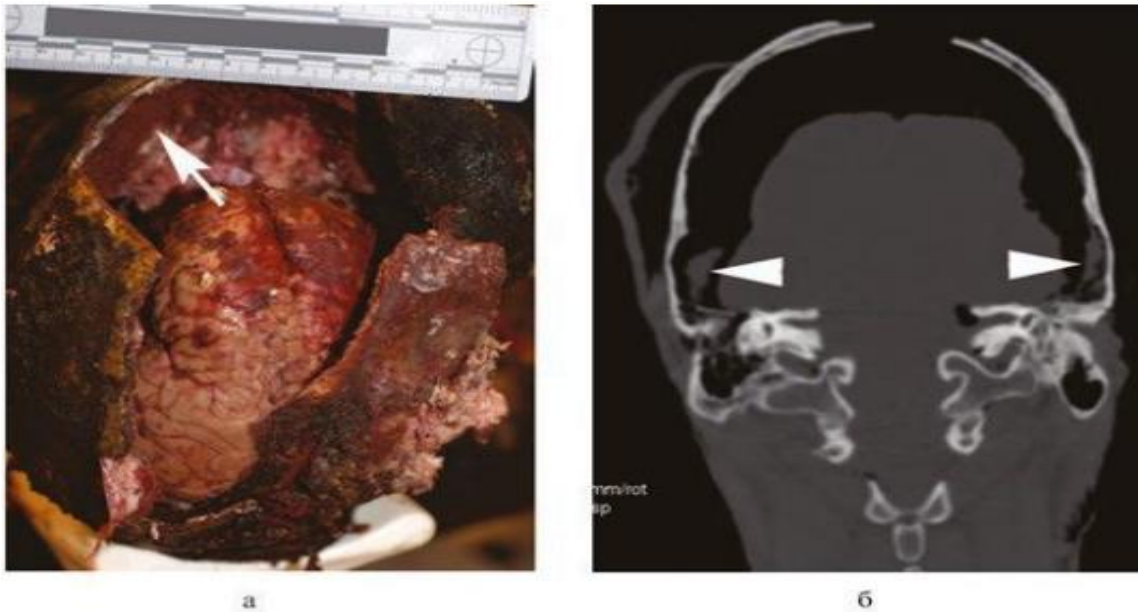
Термическое разрушение головы. а — дефект костей свода черепа, спавшийся головной мозг и термическая эпидуральная гематома (указано стрелкой); б — корональная мультidetекторная КТ головы: стрелками обозначены небольшие термические эпидуральные гематомы.
